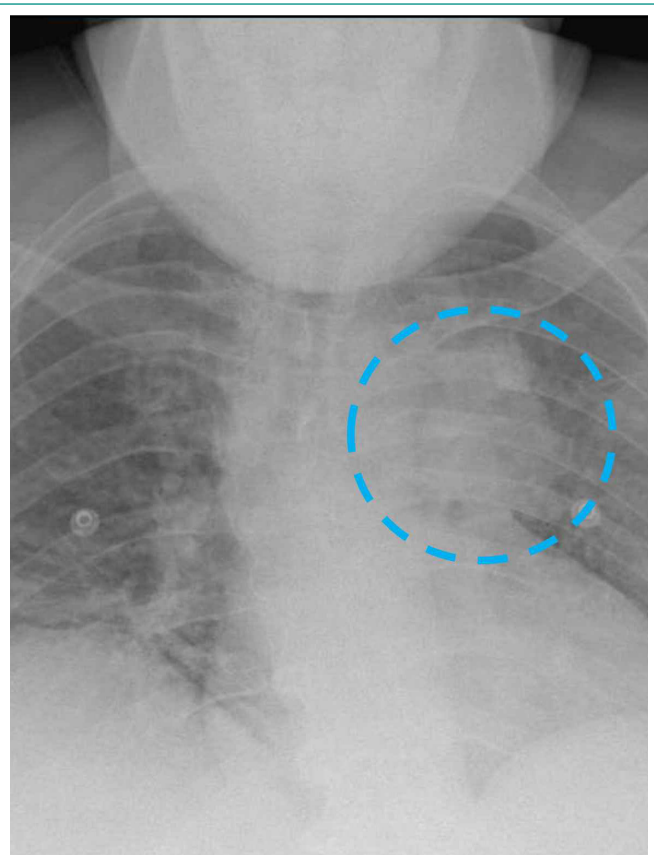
Radiografía de tórax: Imagen sugestiva de una masa pulmonar (círculo azul) en la región parahiliar izquierda.
